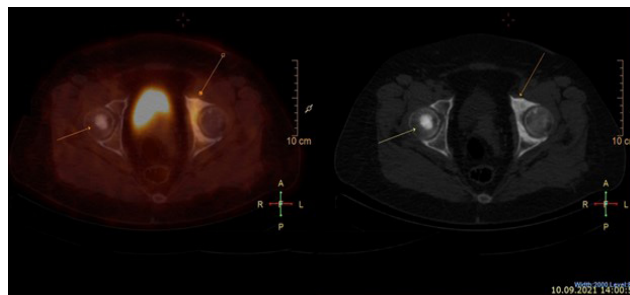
ПЭТ/КТ с 18F-FDG пациентки №3 с раком правой молочной железы St II(TNM)
